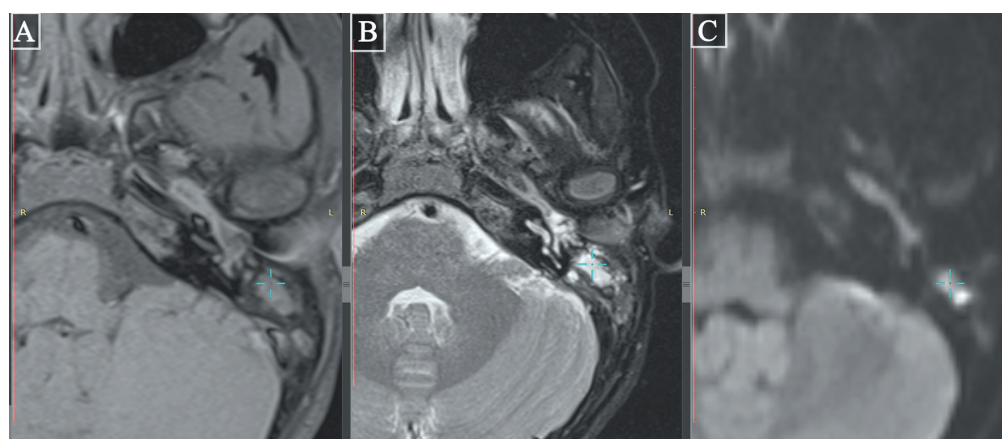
МРТ пациентки до операции. В полостях среднего уха определяется патологический субстрат, имеющий гипо-/изоинтенсивный сигнал в T1-режиме (A), гиперинтенсивный в T2 (B), с признаками нарушения диффузии в диффузно-взвешенном режиме (C)
